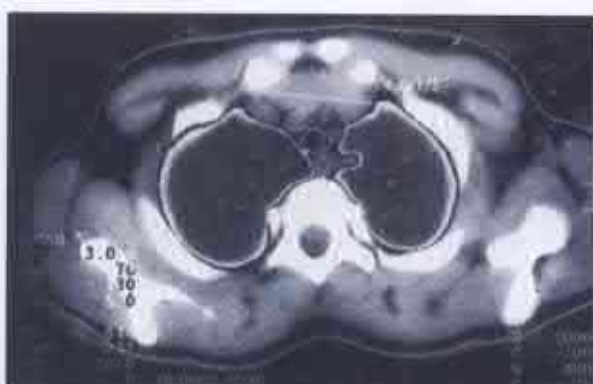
Bolnava C., 16 ani. Tomografie computerizată preoperatorie (explicații în text).
